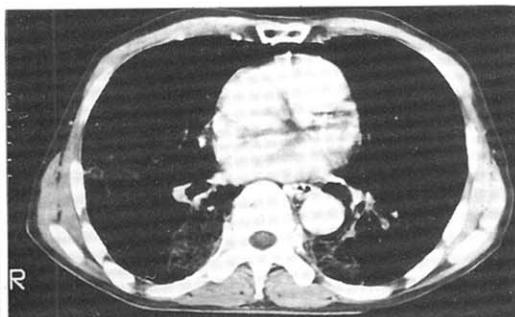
Chest CT; Showing patchy infiltration of low density (below -10 HU) with air-bronchogram in both lower lobes and Rt. middle lobe.
